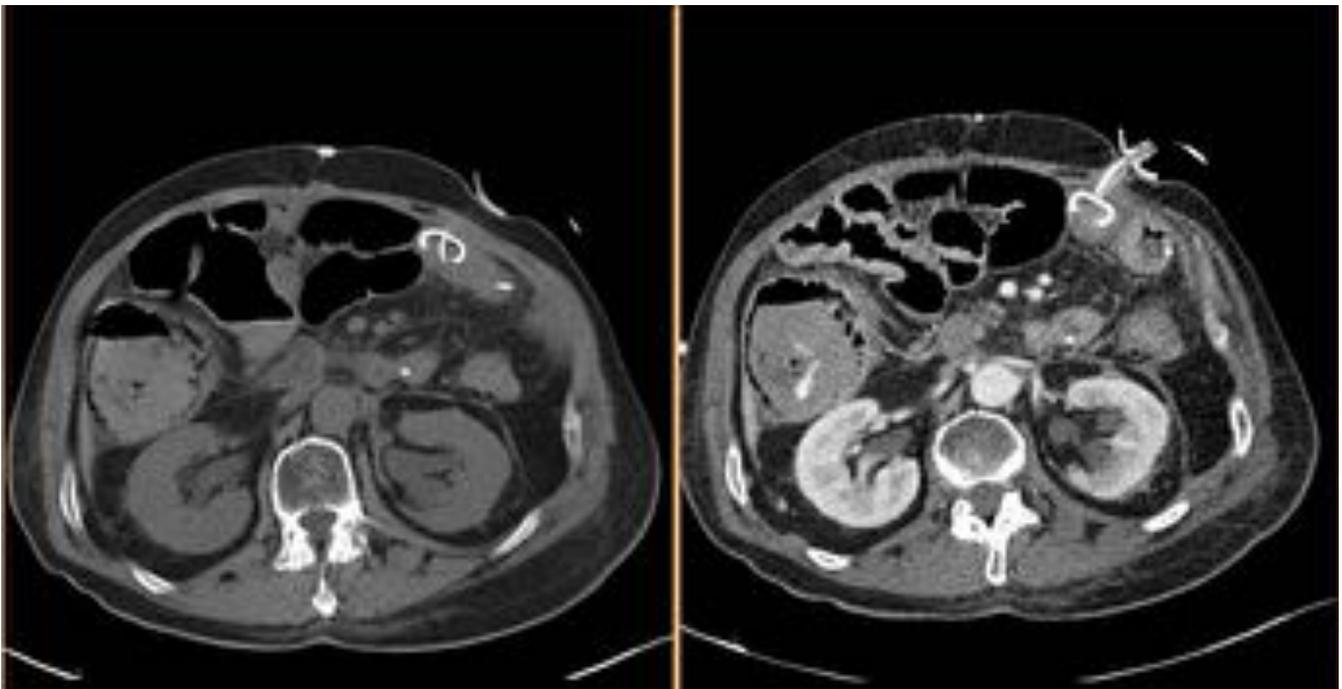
Sangrado agudo en colon descendente, fase portal. Otro ejemplo de TC con signos de sangrado intracolónico agudo, en el que se aprecia claramente la fuga de contraste intravenoso hacia la luz del colon ascendente en la fase portal (derecha), comparándolo con la fase sin contraste (izquierda)
